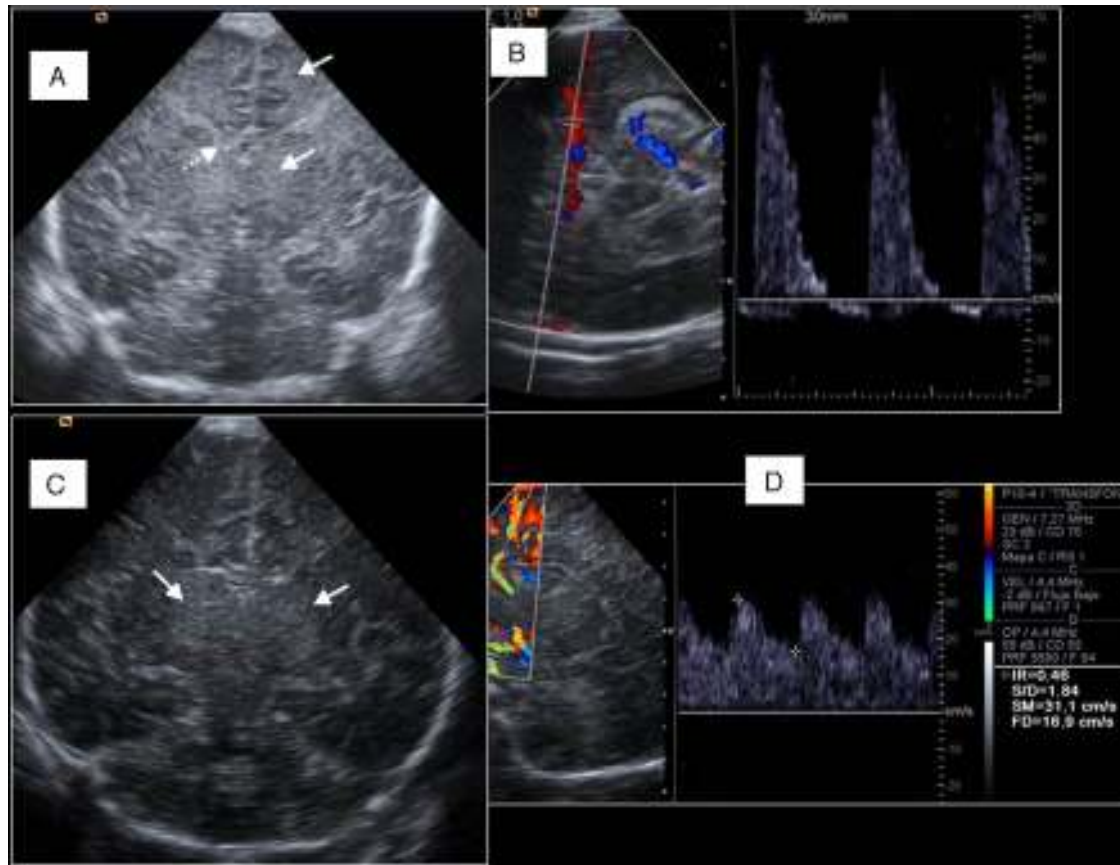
Encefalopatía hipóxico-isquémica neonatal. A) Recién nacido a término (RNT) tras rotura uterina. Plano coronal que muestra edema cerebral difuso tanto central como periférico (flechas) con colapso ventricular (flecha discontinua). B) Espectro de cerebral media con inversión diastólica, como signo de mal pronóstico (presentaba EEG plano y falleció horas más tarde). C) RNT tras desprendimiento de placenta. Patrón central (hiperecogenicidad talámica bilateral, flechas). D) Doppler de cerebral anterior mostrando vasodilatación cerebral con elevación de diástoles e $IR < 0,55$.
